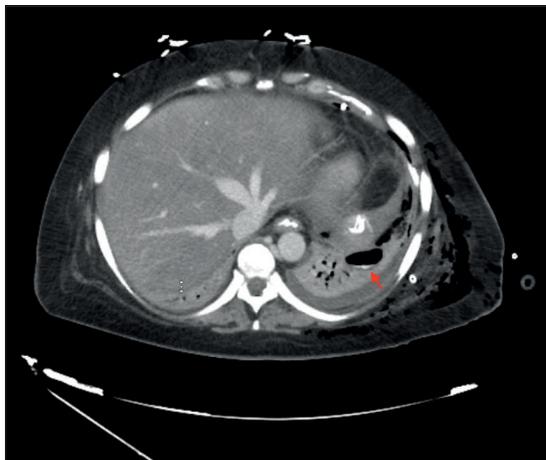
TC con contraste oral: Se observa extravasación del contraste oral que parece originada en la anastomosis gastroyeyunal, con trayecto postero-superior hacia el diafragma y paso a la cavidad torácica, observando contraste en la cavidad pulmonar del lóbulo inferior izquierdo (flecha roja). Dicha cavidad tiene un trayecto aéreo lineal que comunica con la cavidad pleural.
